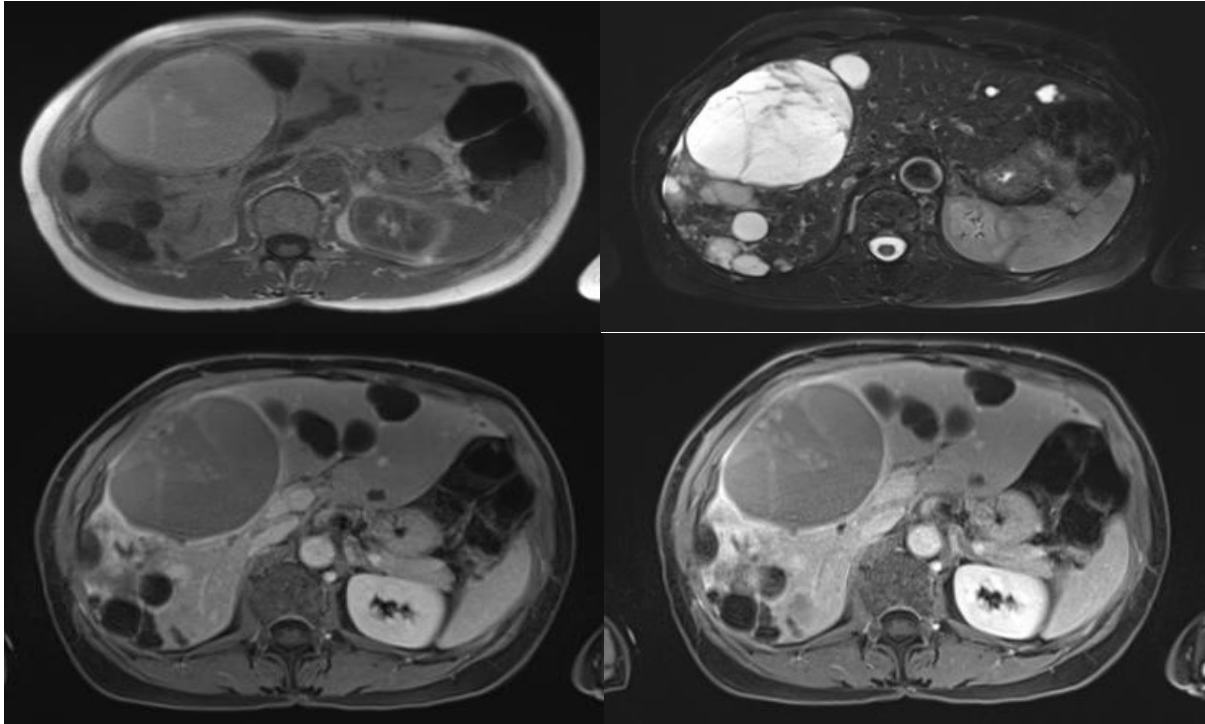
Images d'IRM abdominale montrant l'évolution du kyste hémorragique à distance du son saignement [51].
